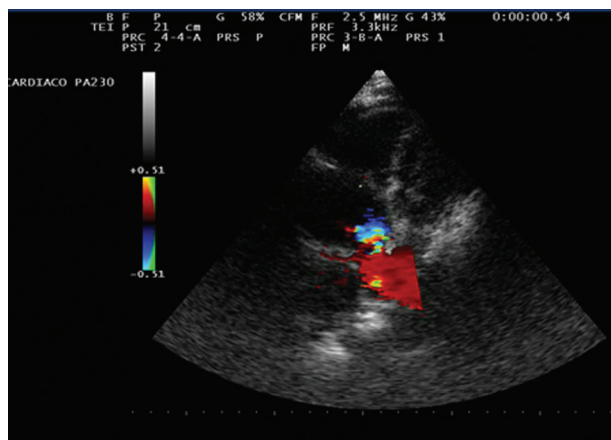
Ecocardiograma Doppler transtorácico, vista paraesternal de la arteria pulmonar con esclerosis, aumento de velocidad transvalvular e insuficiencia leve.
